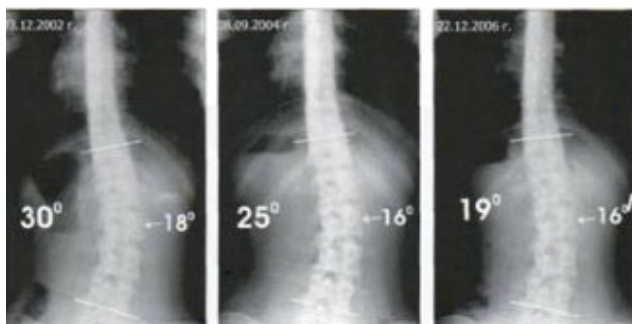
Вертикальна передньо-задня рентгенограма пацієнта К. 1987 року народження в динаміці спостереження. Сколіоз III ступеня. Стрілкою вказаний кут ротації апікального хребця L_2 основної дуги деформації
